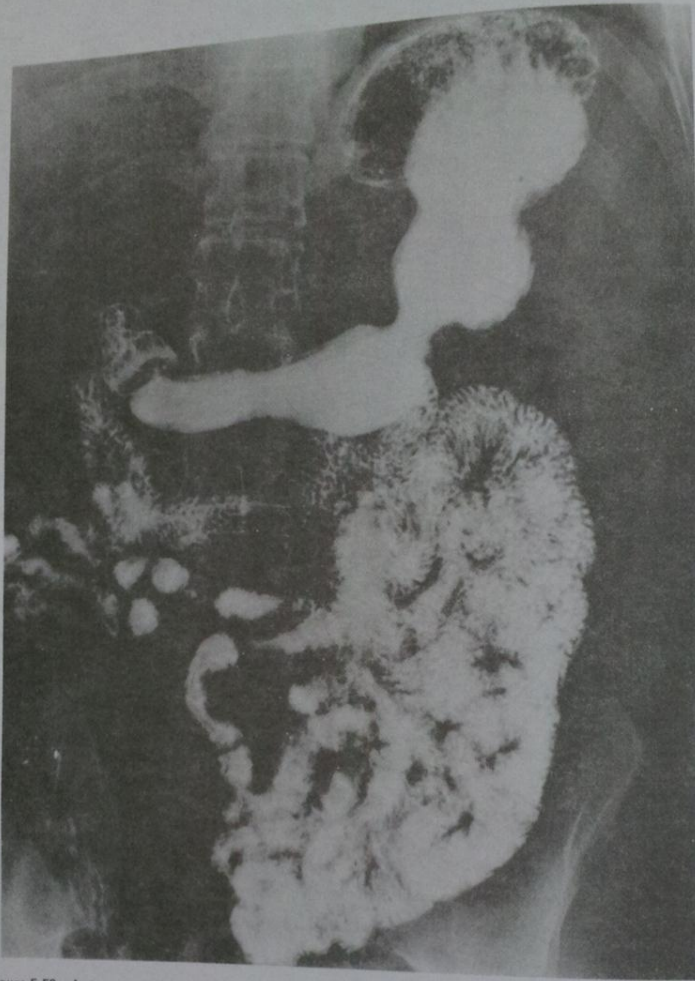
Anteroposterior radiograph of the stomach and the small intestine after ingestion of barium meal.
